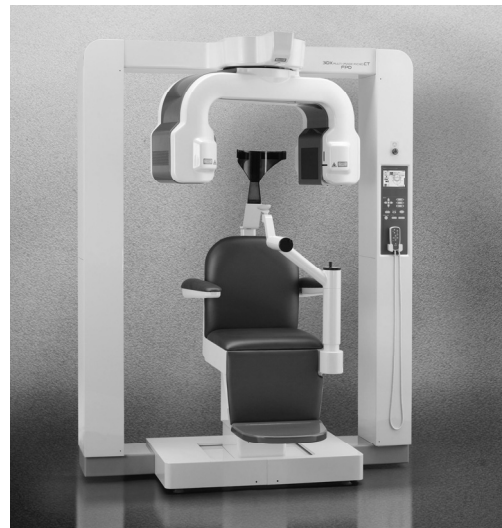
FPD を用いた歯科用 CT 装置の例
